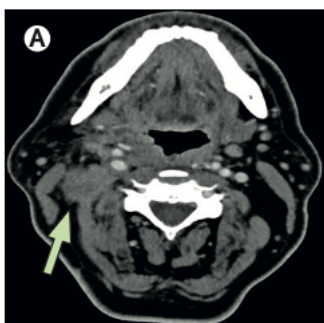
¹⁷: Margini irregolari (TC)
